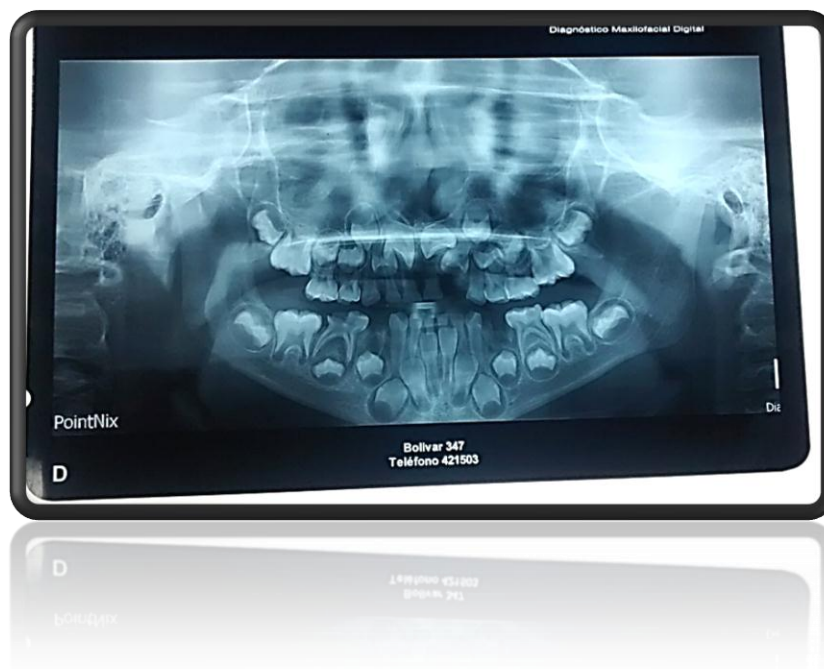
Radiografía panorámic del paciente.
